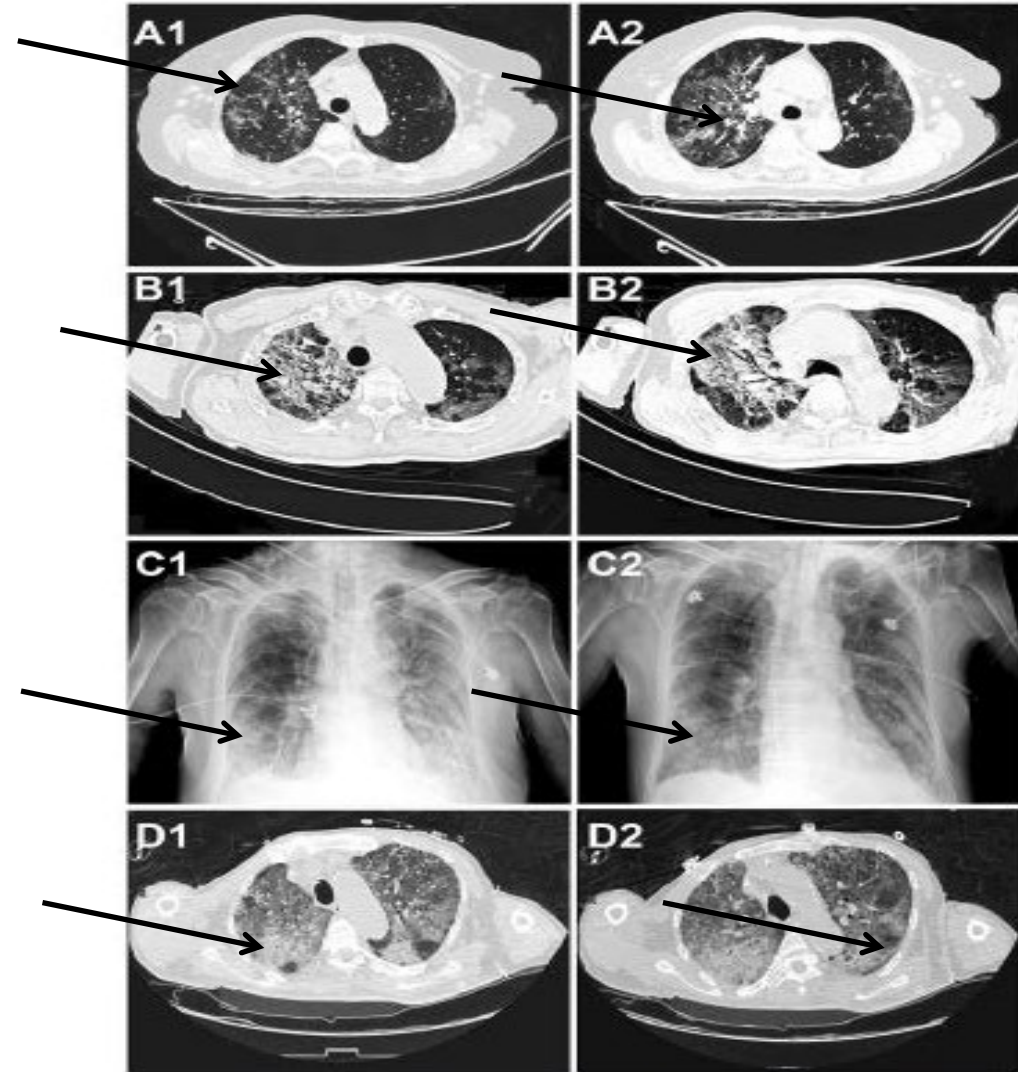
Radiographic images of chest CT scan and X-ray from the four patients. For each patient, the left and right images represent an earlier and latter time-point, respectively. Chest CT from Case
